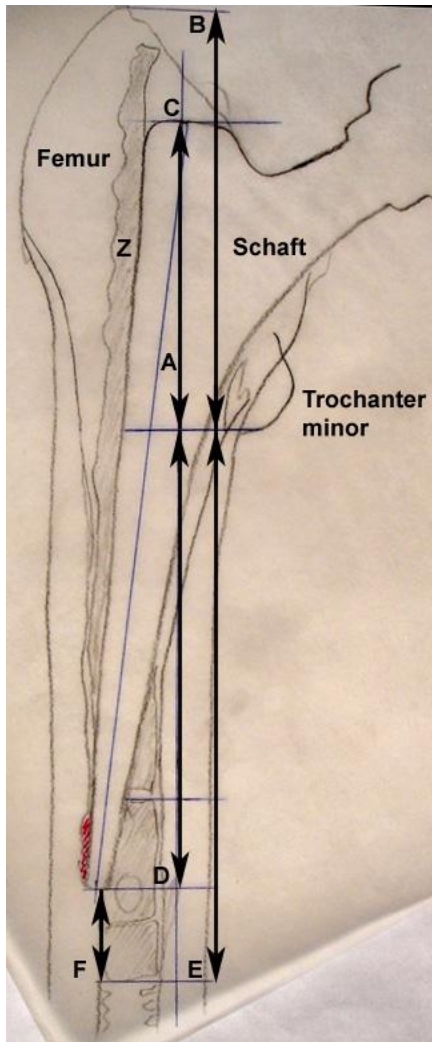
Auf Transparentpapier abgezeichnetes a. p. Röntgenbild einer CF-30 - TEP (Pat 31) mit Hilfslinien zur Messung o. g. Parameter.
